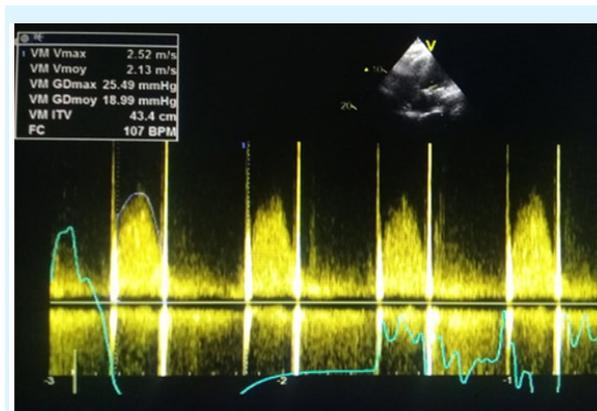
Echocardiographie transthoracique réalisée en urgence au lit du malade, mode doppler continu sur la prothèse mitrale montrant un gradient transvalvulaire élevé.
